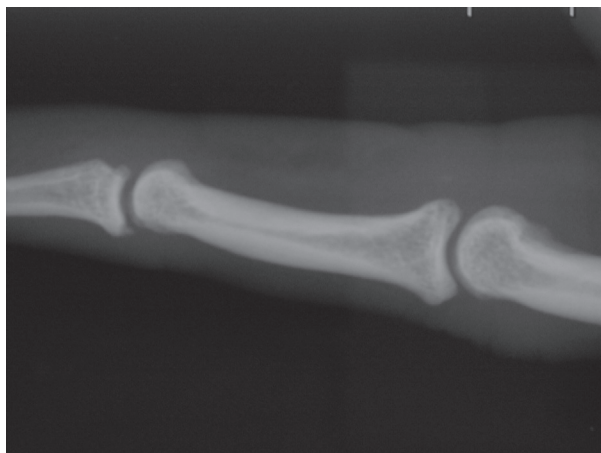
Radiographie de profil montrant un fragment osseux en regard de l'IPP mais distal à l'interligne. Il ne s'agit donc pas d'une désinsertion de la plaque palmaire mais de l'arrachement du FCP dont le fragment bloqué dans la décussation.
